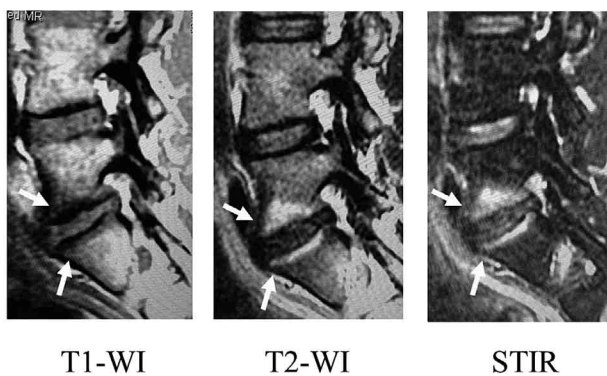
Left para-sagittal MRI（スケート・ナショナル強化選手）
